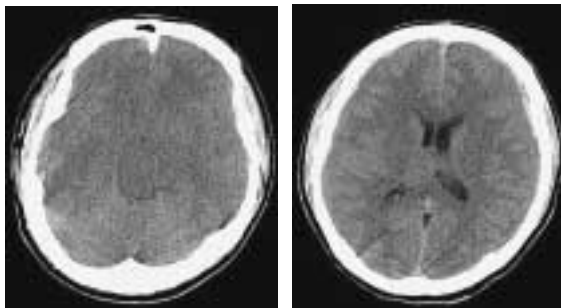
Initial CT scan showed diffuse brain edema with narrowing perimesencephalic cisterns and slight subdural hematoma on the left side
